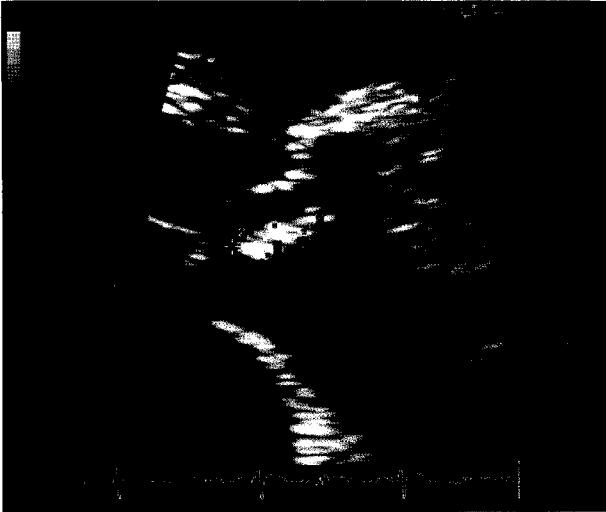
Preoperation Echocardiography highly mobile, around 11.6 mm sized, vegetation-like structure, attached to NCC. NCC= Noncoronary cusp.
